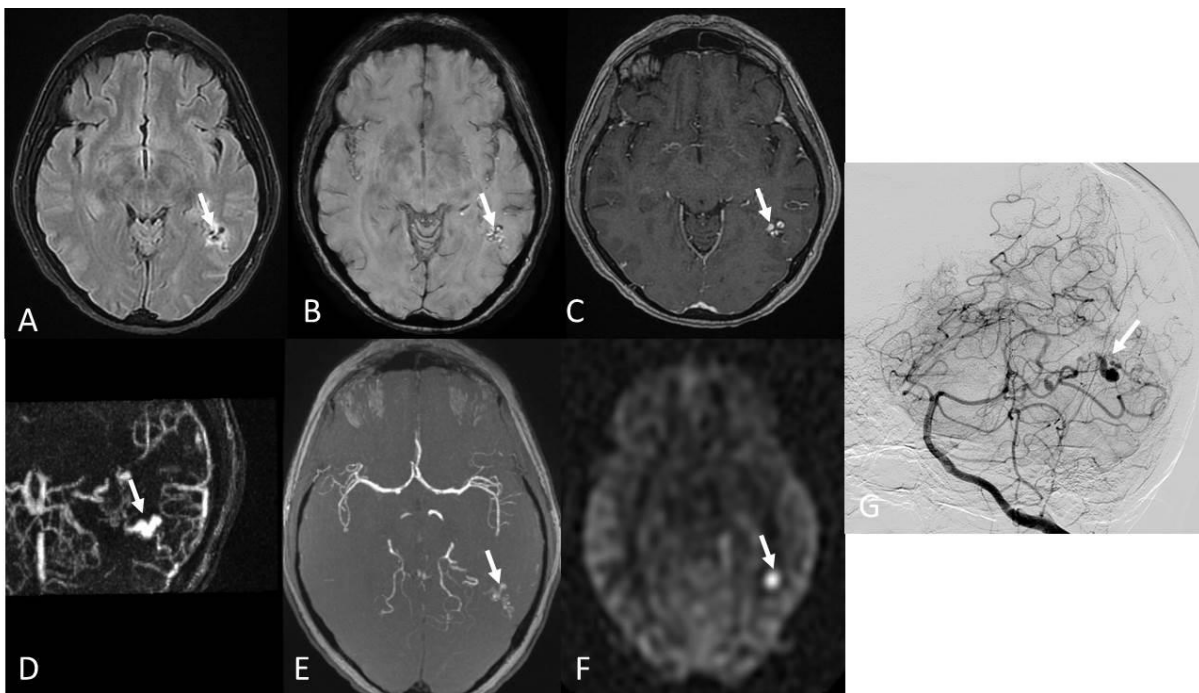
Patiente de 54 ans suivie pour une MAV pariétale gauche de révélation hémorragique. A, la séquence axiale FLAIR montre un hypersignal pariétal gauche centré par des structures tubulées en hyposignal (flèche). B, la séquence SWI montre un hypersignal au sein du nidus (flèche). C, la séquences 3D T1 EG après injection montre une prise de contraste tubulée correspondant au nidus (flèche). D, La séquence d'ARM 3D montre le rehaussement des vaisseaux anormaux du nidus (flèche). E, la séquence 3DTOF reconstruite en MIP fin montre la présence de vaisseaux anormaux en hypersignal pariétal gauche. F, la séquence ASL montre un hypersignal pariétal gauche. G, l'artériographie confirme la présence d'une petite MAV cérébrale postérieure gauche avec drainage veineux profond.
